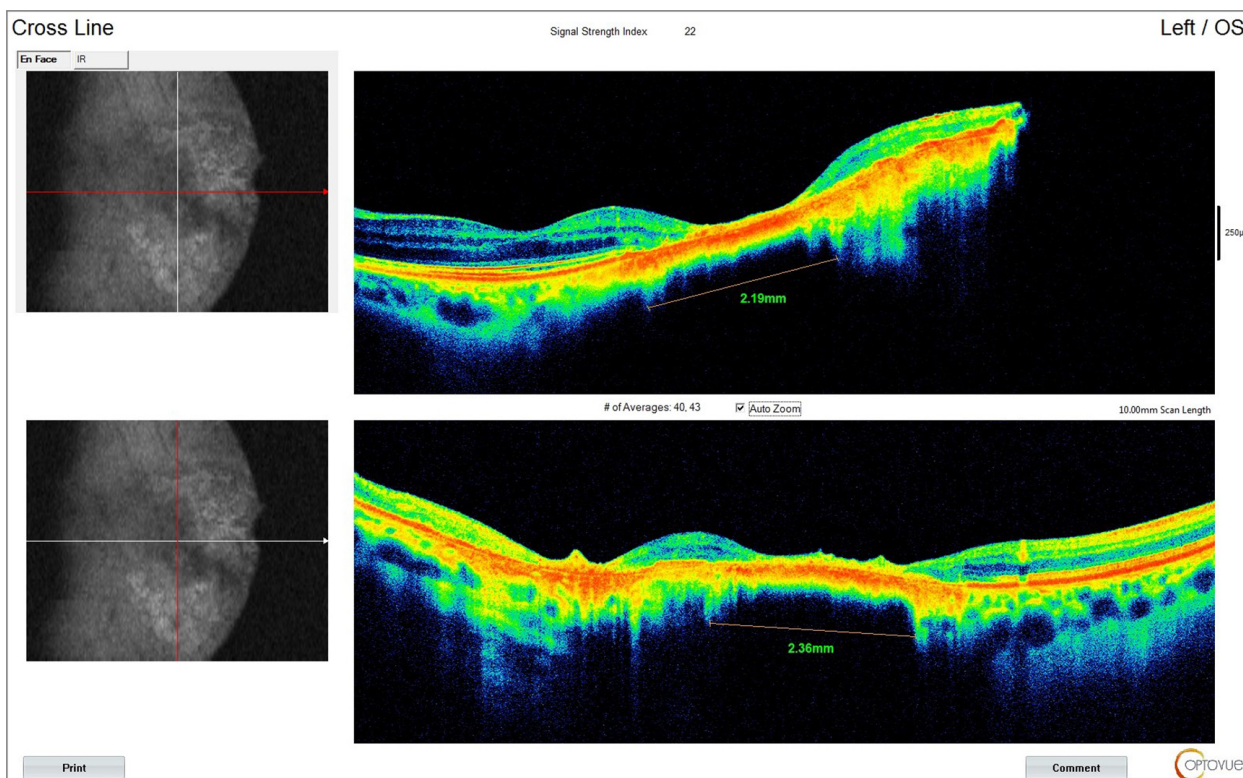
Результат оптической когерентной томографии пациентки П. после проведения двух сеансов транспупиллярной термотерапии. В зоне новообразования сформирован хориоретинальный рубец протяженностью 2,36 мм
